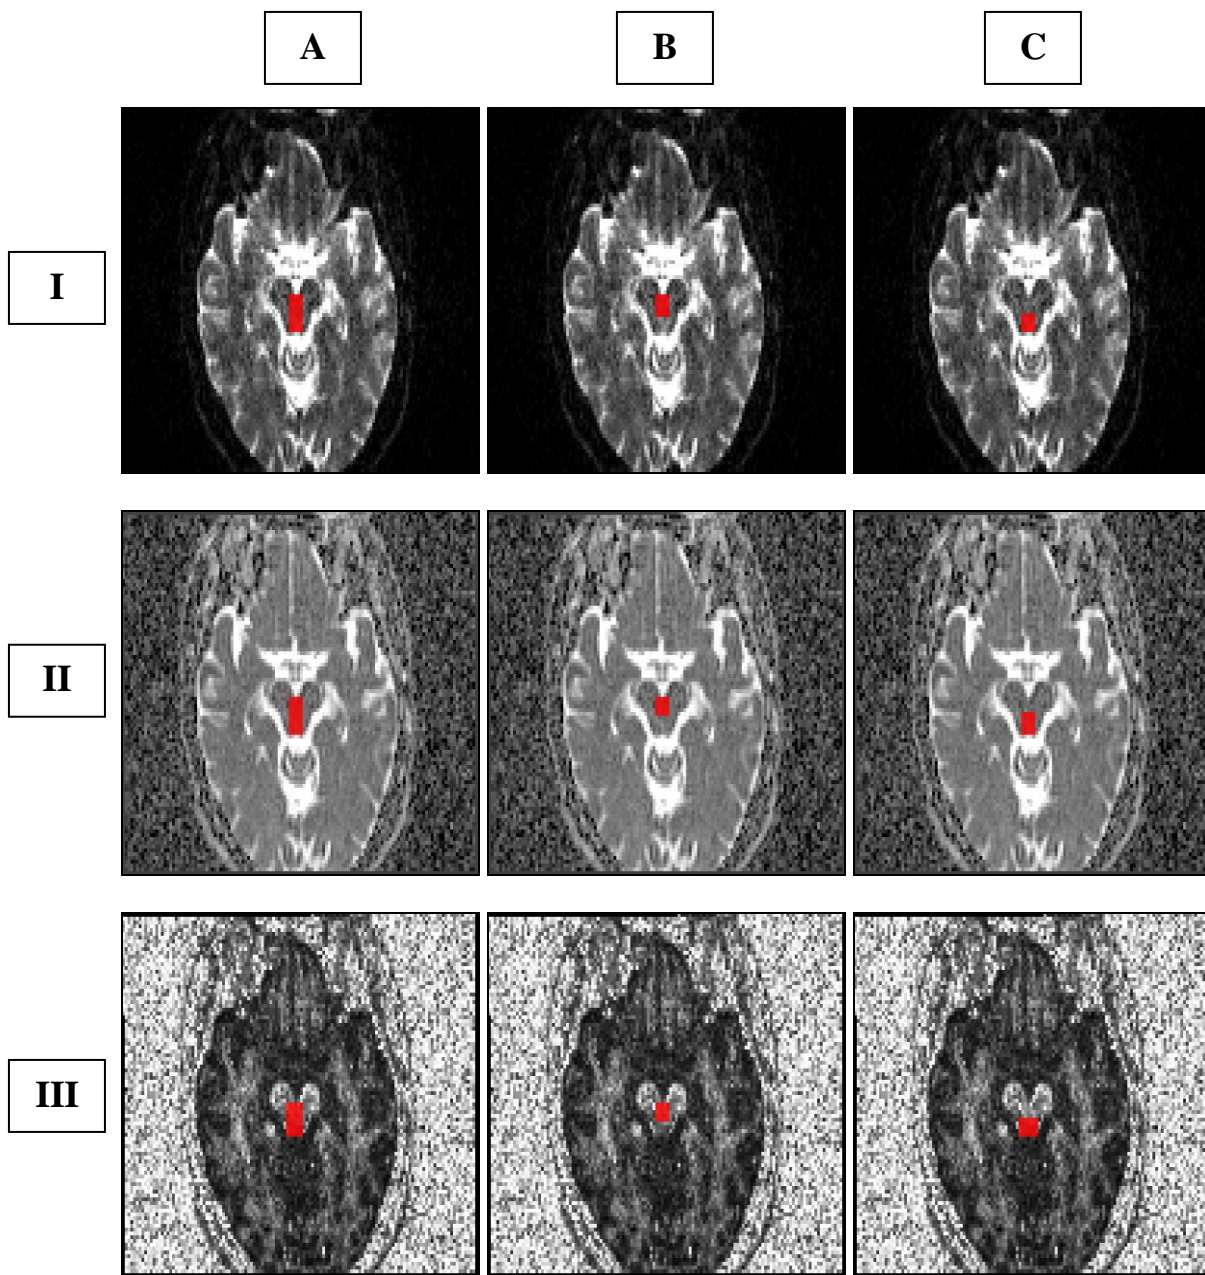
Primer pozicioniranja ROI upotrebom MRI-CroN, SPM5 i Matlab programa u projekciji rafe (ovde prikazano na nivou mezencefalona u visini SN). Isti postupak je ponovljen na još dva aksijalna nivoa, jedan kaudalno na pontomezencefalničnom spoju, a drugi u rostralnom delu mezencefalona neposredno pre cella mediae.
